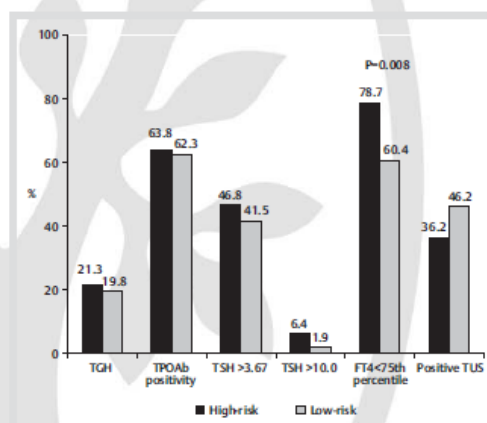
Prevalence of hypothyroidism, TPOAb positivity, transient gestational hyperthyroidism and autoimmune pattern in thyroid ultrasound in pregnant women with high- vs. low-risk for thyroid disorders. TGH: transient gestational hyperthyroidism; positive TUS: autoimmune pattern in thyroid ultrasound.
